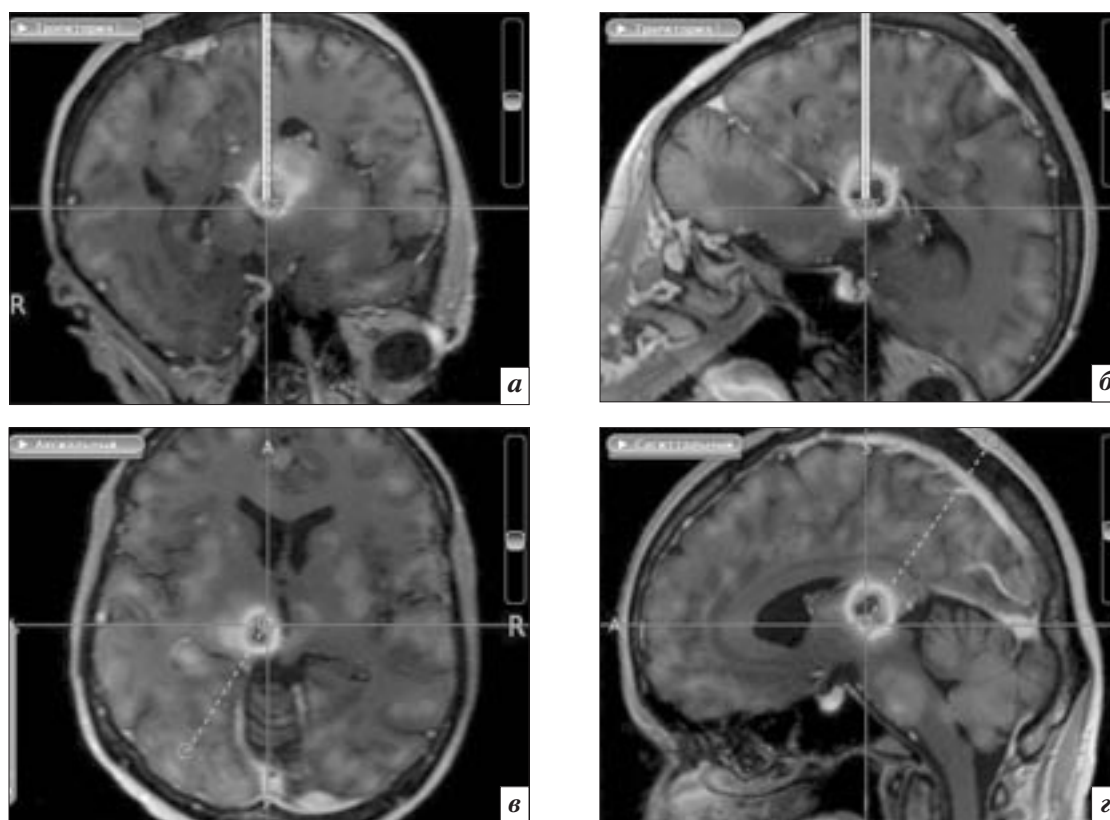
ПЭТ/МРТ-планирование стереотаксического доступа для биопсии и криодеструкции опухоли левого таламуса. Базовое изображение: МРТ в режиме T1-ВИ, оверлей: ПЭТ с ^{11}C -метионином в тональности «rainbow»: а, б – две взаимно перпендикулярные плоскости, проходящие через траекторию введения стереотаксической канюли; в – аксиальная плоскость, проходящая через целевую точку; з – сагиттальная плоскость, проходящая через целевую точку. Белая линия на рисунках а и б обозначает траекторию введения стереотаксической канюли, белый пунктир на рисунках в и з – проекцию траектории на аксиальный (в) и сагиттальный (з) срезы мозга пациента. Точка входа траектории – в левой затылочной области, траектория не пересекает паренхиматозные сосуды, пинальные складки и желудочки мозга
